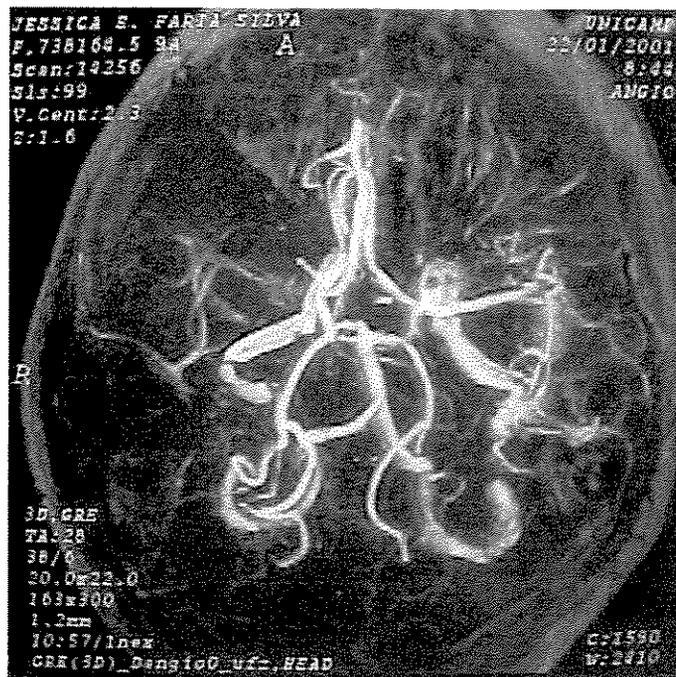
Sujeito 4 JEF Angiorressonância em 22/01/2001, paciente acometida por DCVI aos 4 meses de idade
